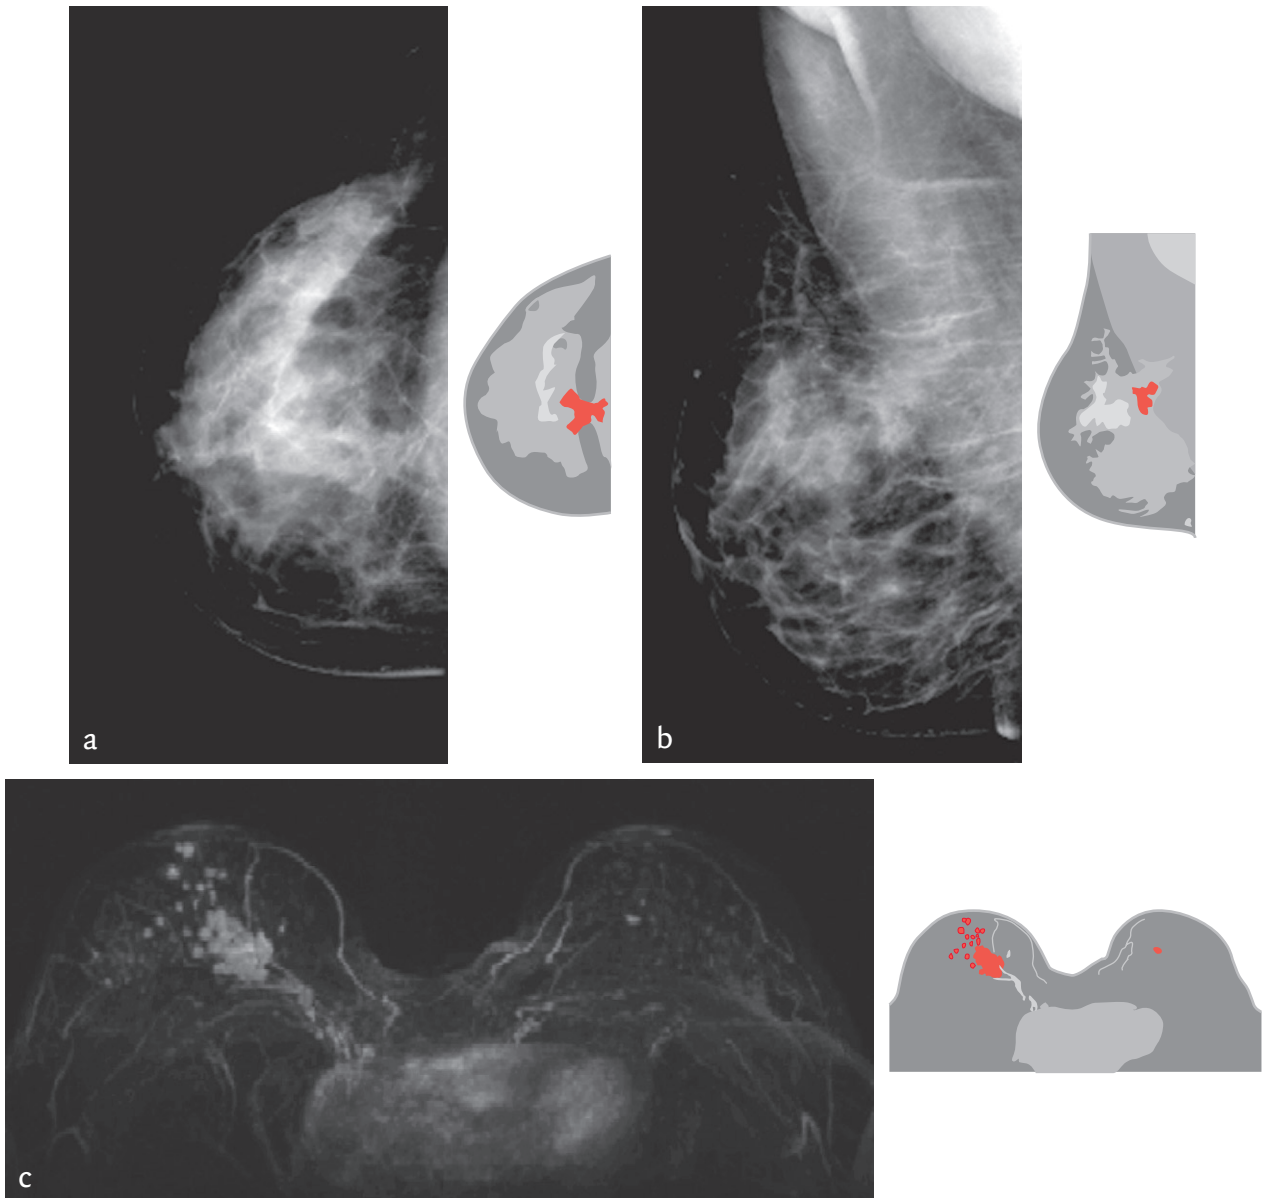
Craniocaudale mammografie van (a) de rechter en (b) de linker borst van patiënt A. Er zijn geen afwijkingen zichtbaar. Door het dense borstweefsel is deze mammografie echter moeilijk te beoordelen. Figuur (c) laat een transversale gereconstrueerde subtractie zien van de op dezelfde dag gemaakte MRI, na toediening van contrastmiddel. Hierop is lateraal in de rechter mamma een aankleurende afwijking zichtbaar met een maximale diameter van 12 mm. Deze aankleuring bleek een invasief ductaal carcinoom te zijn.
